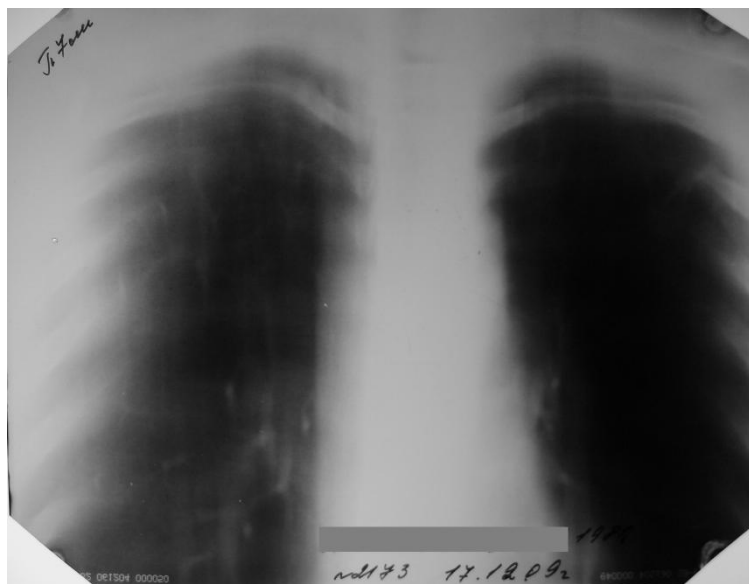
Линейная томограмма легких больной П. на момент выписки из стационара (через год от начала лечения). Каверна в S1-2 левого легкого не определяется.
